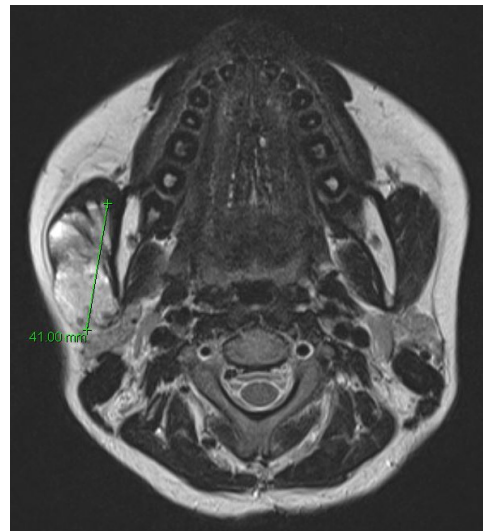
A 4.1cm lobulated heterogenous mass in the right masseter muscle was detected on T2 weighted MRI.
